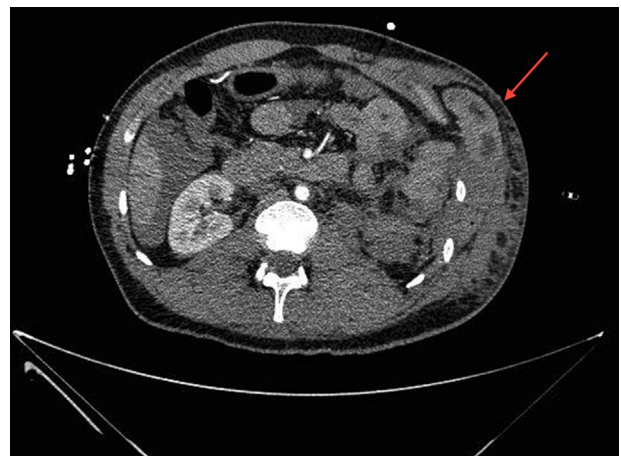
TC abdominal (corte axial). Se observa el anillo herniario intercostal producido por el desgarro muscular, gran hematoma subcutáneo y traumatismo renal izquierdo.
